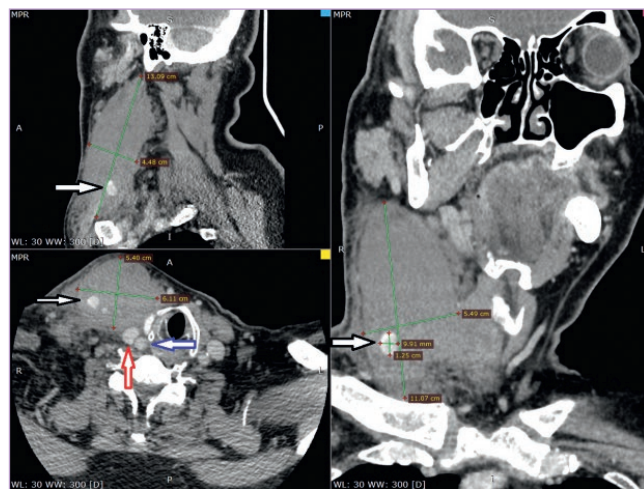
КТ-ангиография шеи. Черная стрелка — гипervasкулярный фокус (область активно кровоточащей артерии). Красная стрелка — яремная вена, справа. Синяя стрелка — общая сонная артерия
